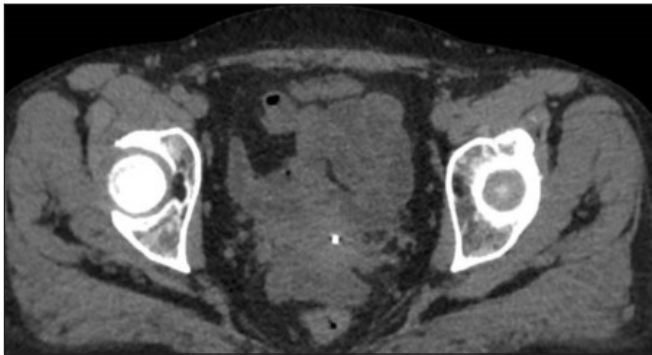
Tomografía computarizada de abdomen sin contraste 05/03/2024 corte axial.
